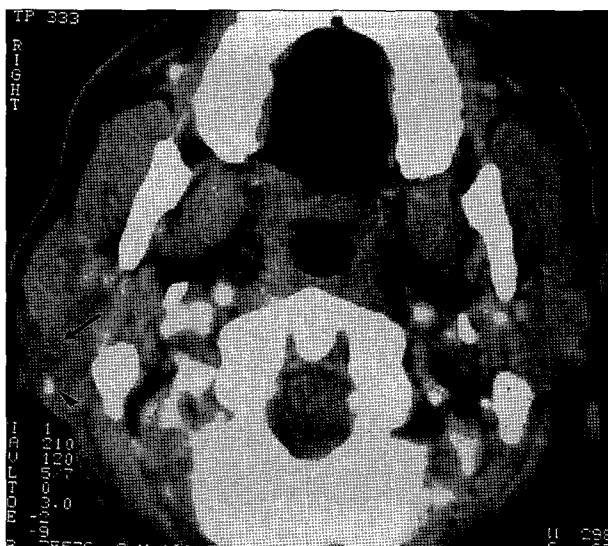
CT finding of parotid carcinoma. Note scattered, necrotic lesions with low density (arrow). Calcification is also found (arrowhead).
